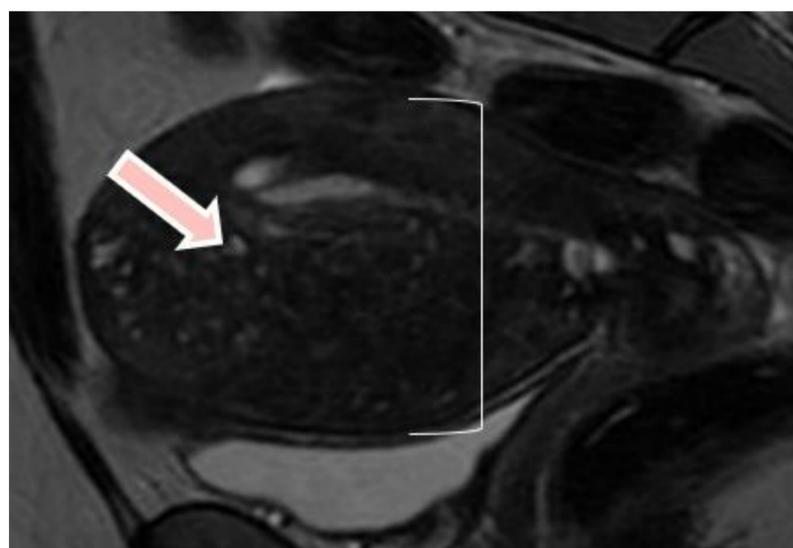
RM pelvis TSE T2 plano sagital. Adenomiosis en cervix (flecha rosa) y aumento del tamaño uterino (flecha blanca)
